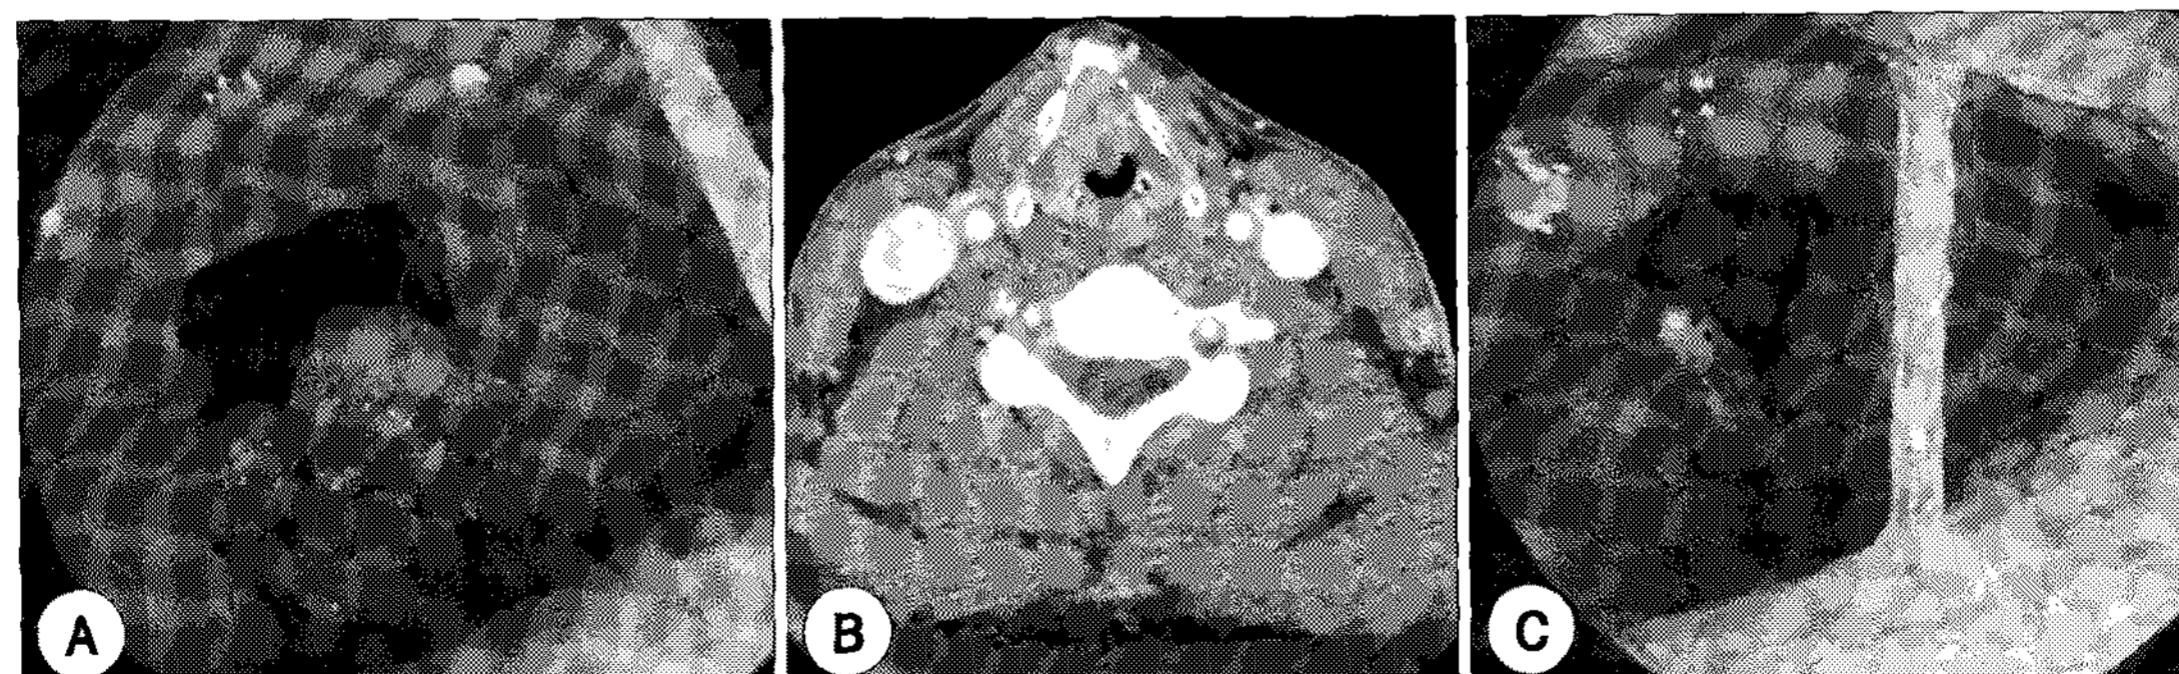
Localized hemangioma in a 40-year-old man who presented with hoarseness. A : Preoperative direct laryngoscopic finding showing huge fungating mass at anterior commissure and both anterior vocal cords. B : CT of larynx showing mild enhancing polypoid mass arising from right true vocal cord. C : Postoperative(10 days after operation) finding showing healing larynx mucosa.
